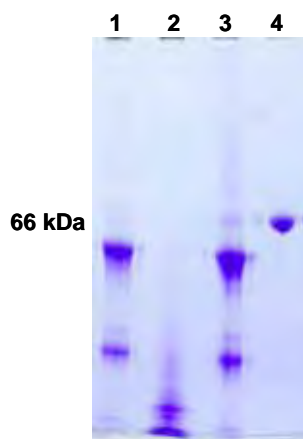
Perfil eletroforético de proteínas totais marcadas com metionina radioativa na auto-radiografia. Coluna 1: Sobrenadante de células da amostra MO14 marcadas durante 24h. Coluna 2: Sobrenadante de células Hep G2 marcadas durante 24h. Coluna 3: Sobrenadante de células da amostra MO14 após 14 dias de indução à diferenciação hepatocítica marcadas durante 24h. Coluna 4: Albumina humana comercial (controle positivo).
